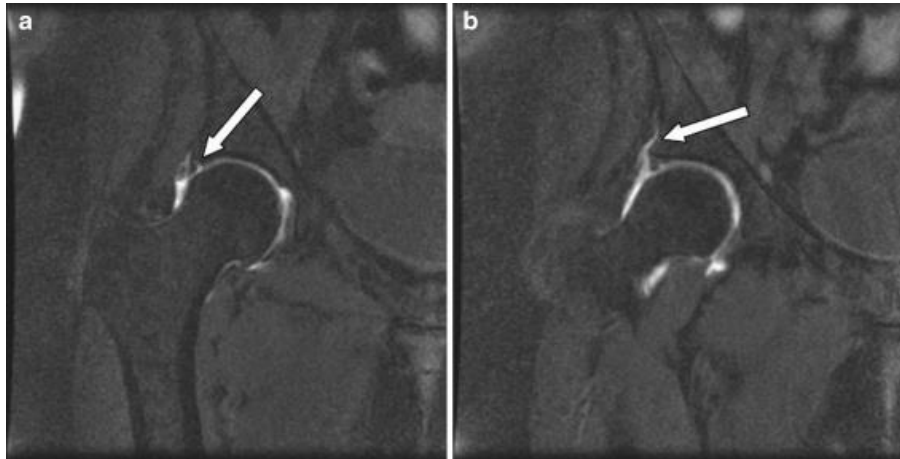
Πρόσθια MRI του ισχίου (Α) Σκίσιμο του χείλους, (Β) Βλάβη του χόνδρου, (Γ) MRI, που δείχνει την παραμόρφωση cam και τις κύστες πρόσκρουσης στην ένωση κεφαλής – αυχένα
